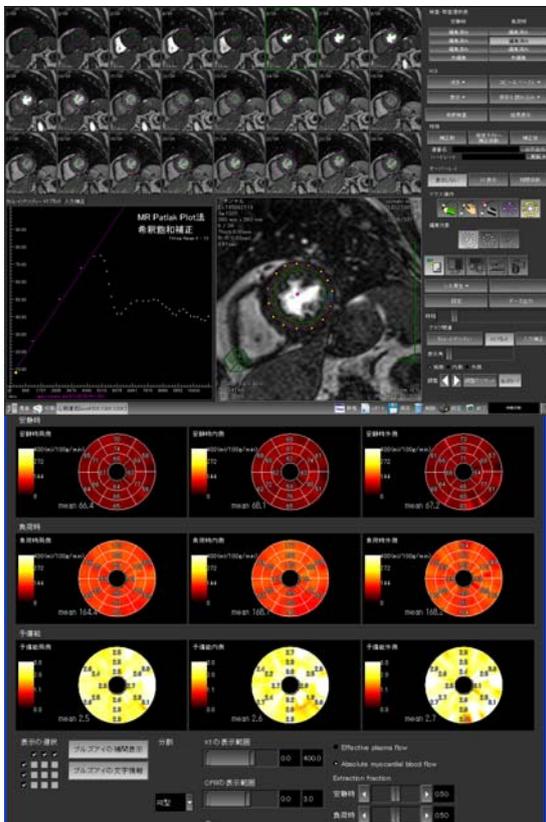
パトラックプロット法による心筋パーフュージョン MRI の定量解析
